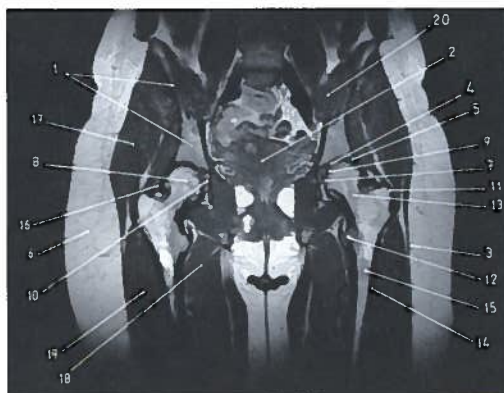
Corte coronal das ancas em RM
